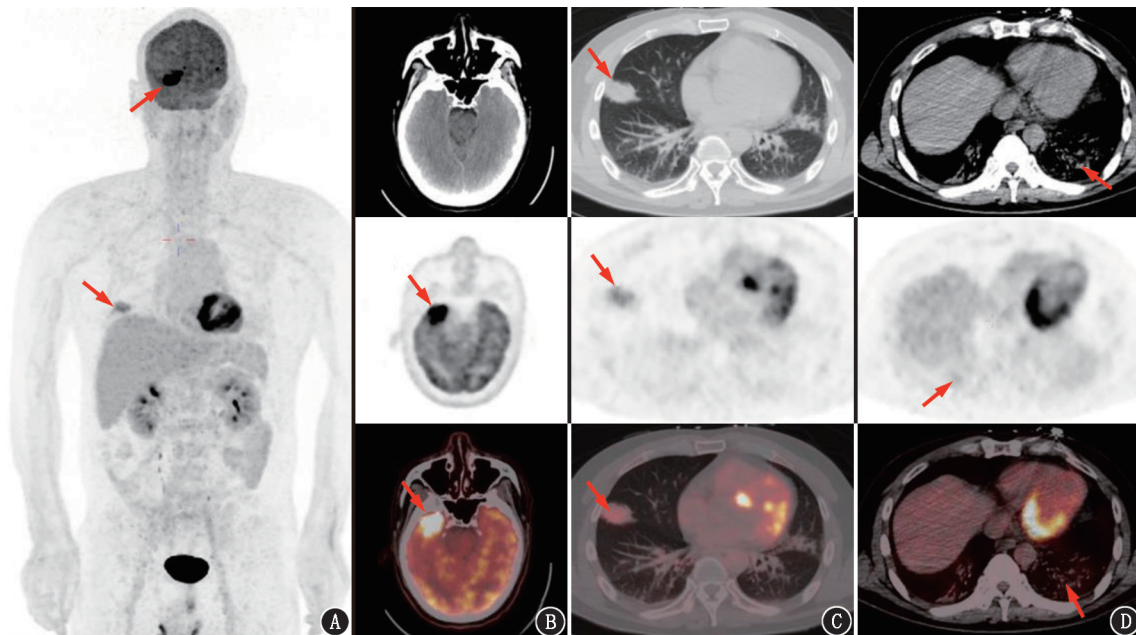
肥大细胞肉瘤同时累及肺及中枢神经系统患者(男, 50 岁)<sup>18</sup>F-FDG PET/CT 显像图(箭头示病灶)。A. 最大密度投影(MIP)图示右侧额叶及右肺见异常<sup>18</sup>F-FDG 异常代谢增高灶; B. 右侧额叶 CT 平扫未见明显异常, <sup>18</sup>F-FDG PET/CT 可见明显代谢增高区, SUV<sub>max</sub> 为 22.7; C. 右肺中叶团块状肿瘤, <sup>18</sup>F-FDG 代谢增高, SUV<sub>max</sub> 为 5.4; D. 两肺散在感染灶, 两肺下叶为著, <sup>18</sup>F-FDG 代谢稍增高
